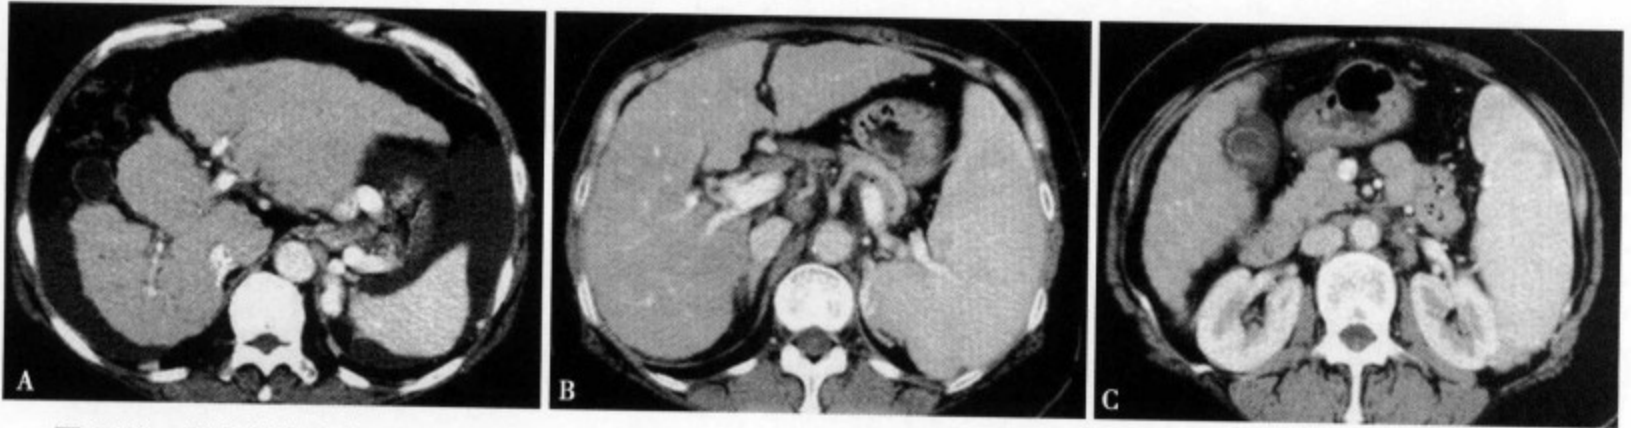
原发性胆汁性肝硬化：增强 CT 动脉期（A）示肝右叶显示萎缩、缩小，左叶代偿性肥大，肝表面凹凸不平，腹水形成；动脉期（B）显示肝表面不光整，肝实质不均匀强化，肝门区见多个肿大淋巴结，无强化，脾脏显示增大；（C）肝总动脉及腹主动脉旁见多个肿大淋巴结，轻度强化。脾大，胆囊壁水肿、增厚，囊内可见结石
